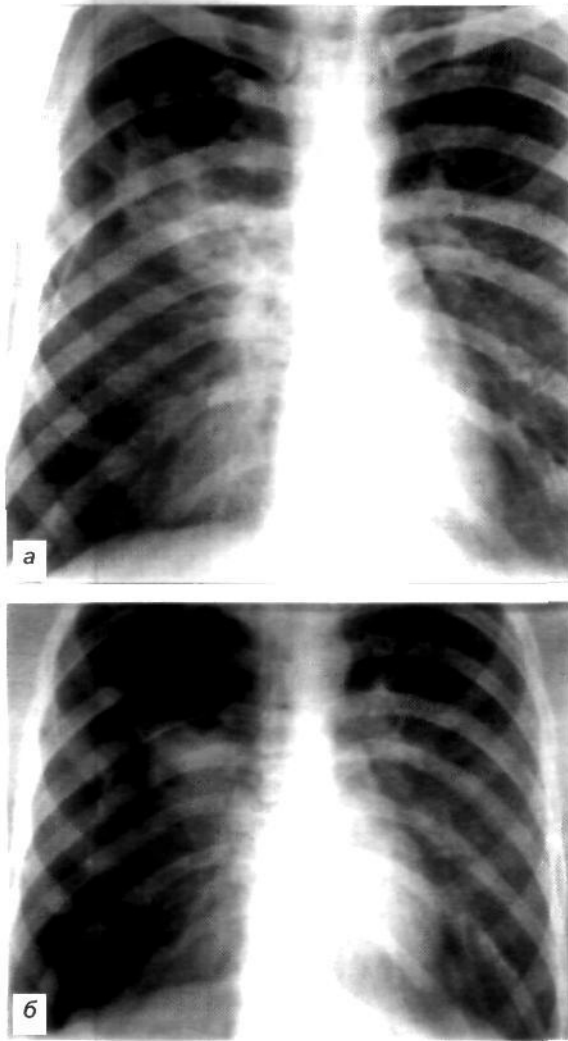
Рентгенограммы того же больного через 12 дней (а) и через 1 мес (б) после искусственного пневмоторакса.
